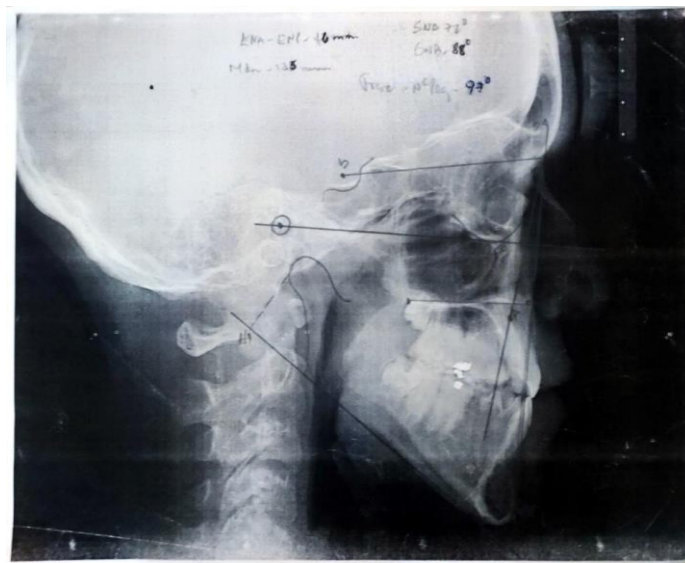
Telerradiografía de perfil
